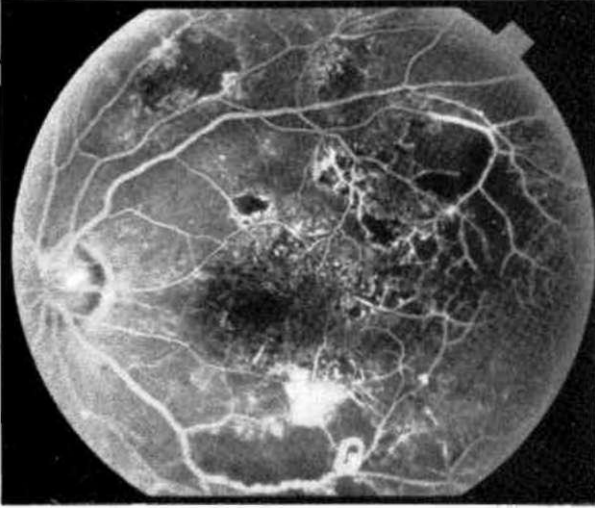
Anjiyografide venlerde düzensizlik, teşbih dizisi görünümü ve iskemik alanlar.
